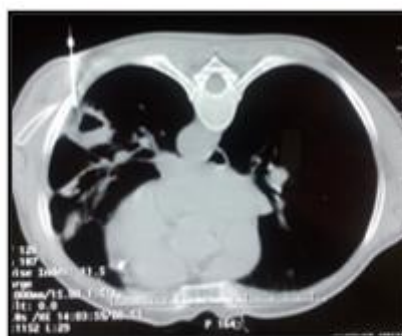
TDM thoracique lors d'une biopsie scannoguidée transpariétale en decubitus ventral du macronodule du Nelson gauche
